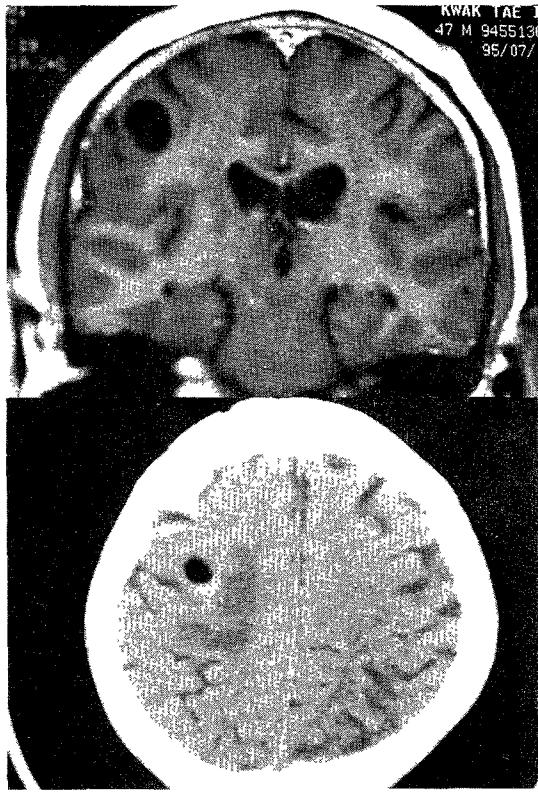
Preoperative MR and postoperative CT findings of case 3.
